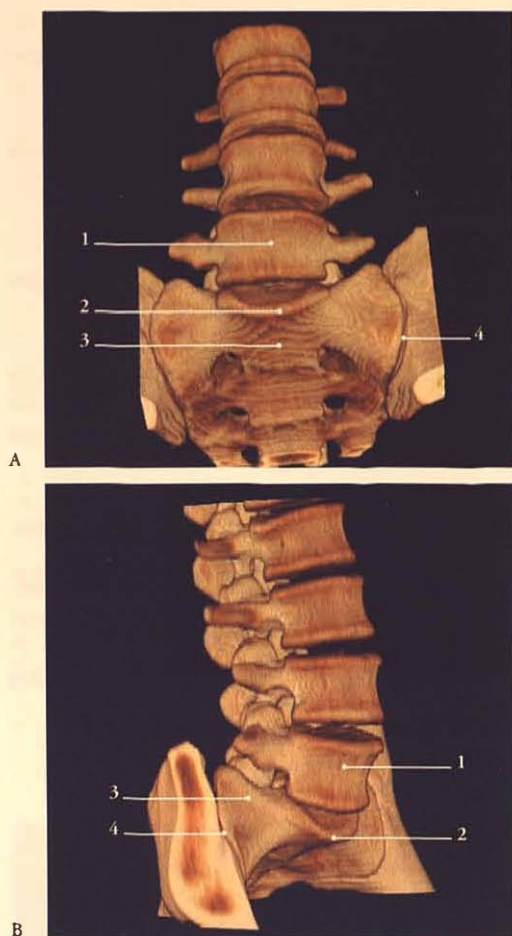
Sacrum : clichés TDM 3D (clichés Dr T. Diesce)
